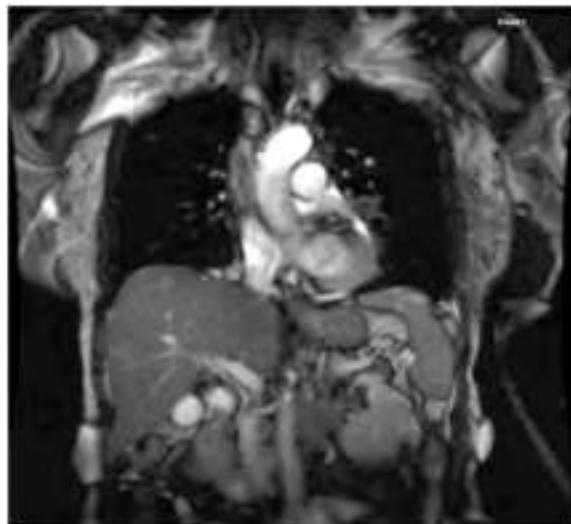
Venografía por resonancia magnética de la vena cava superior.
